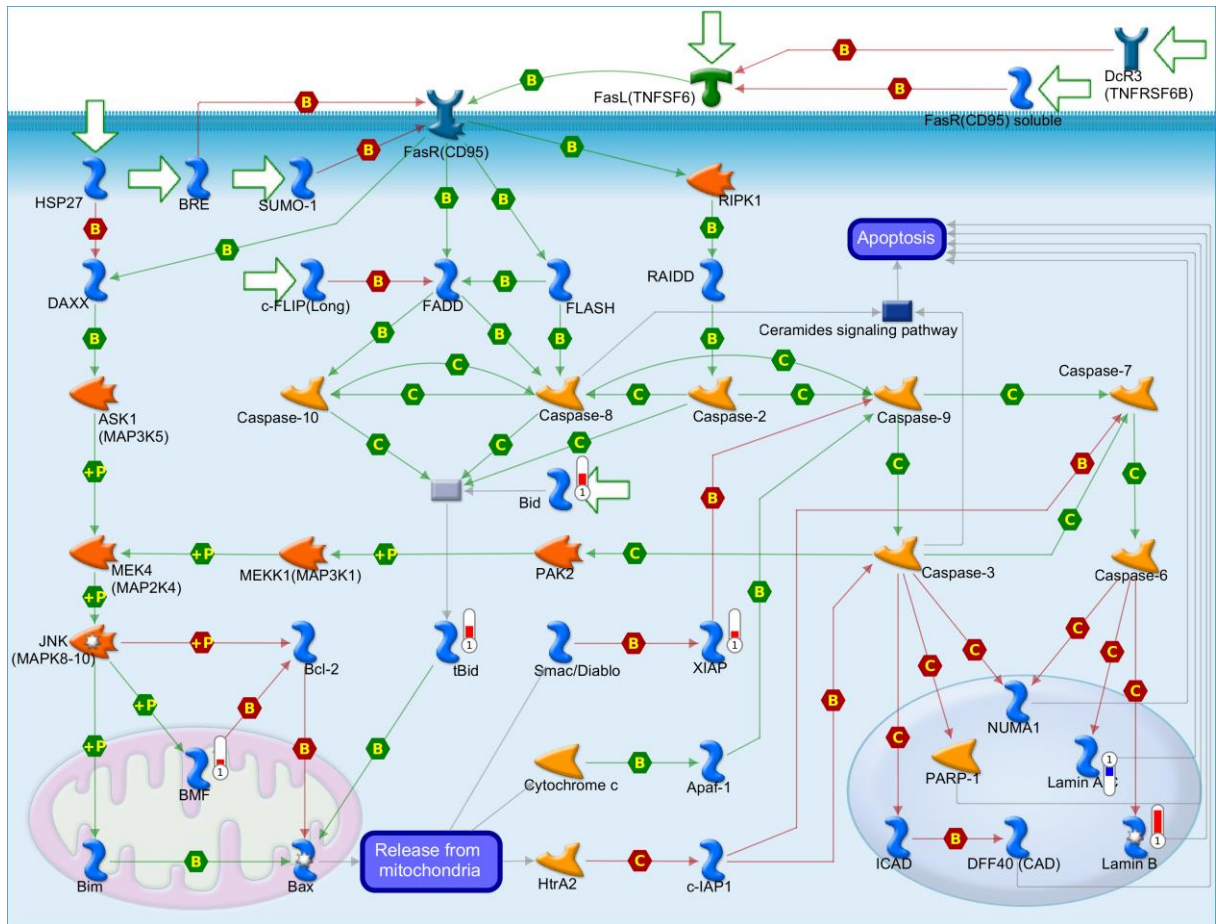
Regulação da apoptose através de proteínas mitocondriais em BT-474. Mapa de regulação de apoptose através da mitocôndria contendo genes diferencialmente expressos na linhagem BT-474 após silenciamento gênico de *HOTAIR*. Os termômetros em vermelho indicam expressão aumentada e, em azul, expressão diminuída. Legenda dos símbolos e interações no Anexo C.
